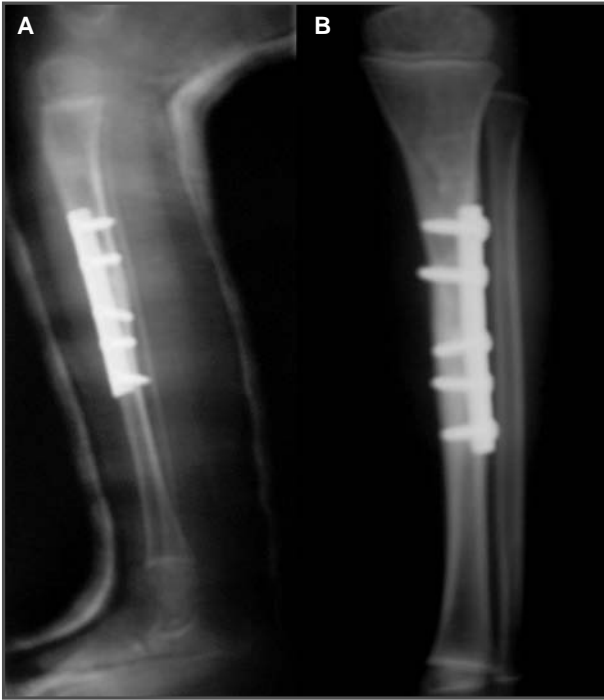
Radiografía obtenida tras el aporte de injerto autólogo de tibia y osteosíntesis con placa de compresión interfragmentaria. 2B. Radiografía a los cuatro meses tras la cirugía, consolidación y relleno del defecto óseo.
